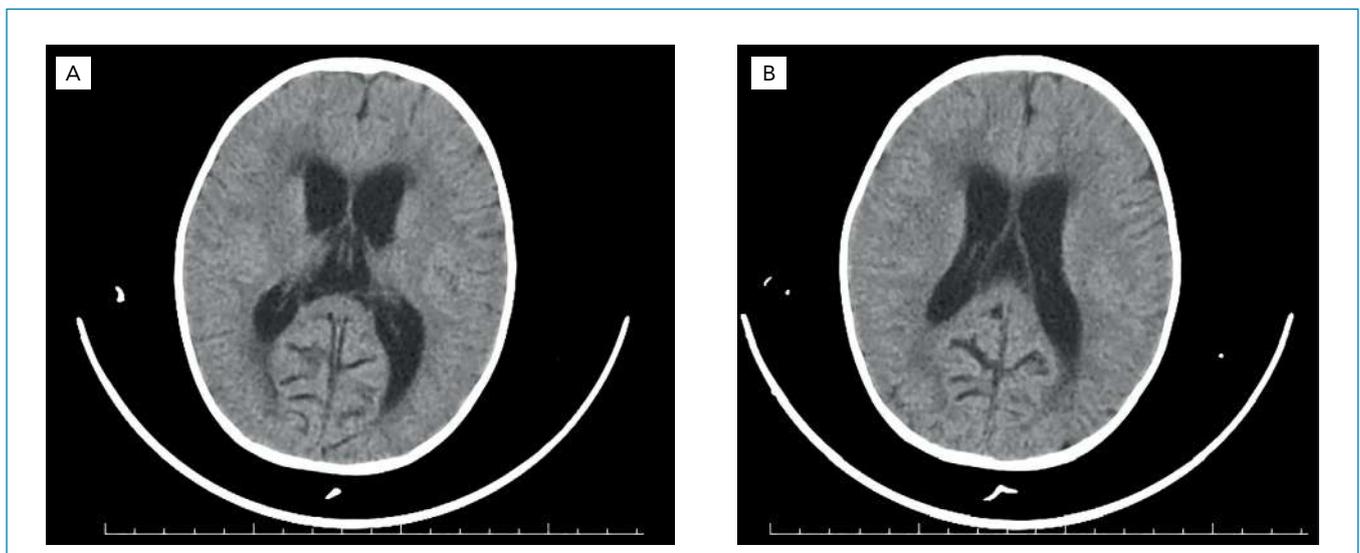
Tomografia computadorizada de crânio (duas incidências do mesmo estudo, A e B) com presença de pequena dilatação do sistema ventricular, com hipoatenuação da substância branca periventricular e sinais de redução da espessura da substância branca parietooccipital bilateral.
